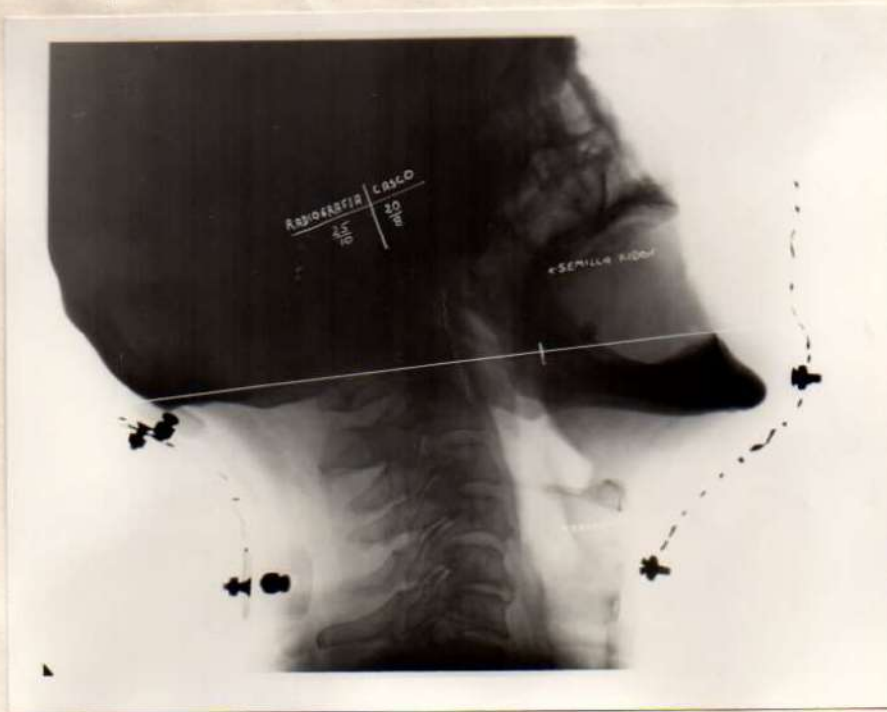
Radiografía del paciente usando el casco.
